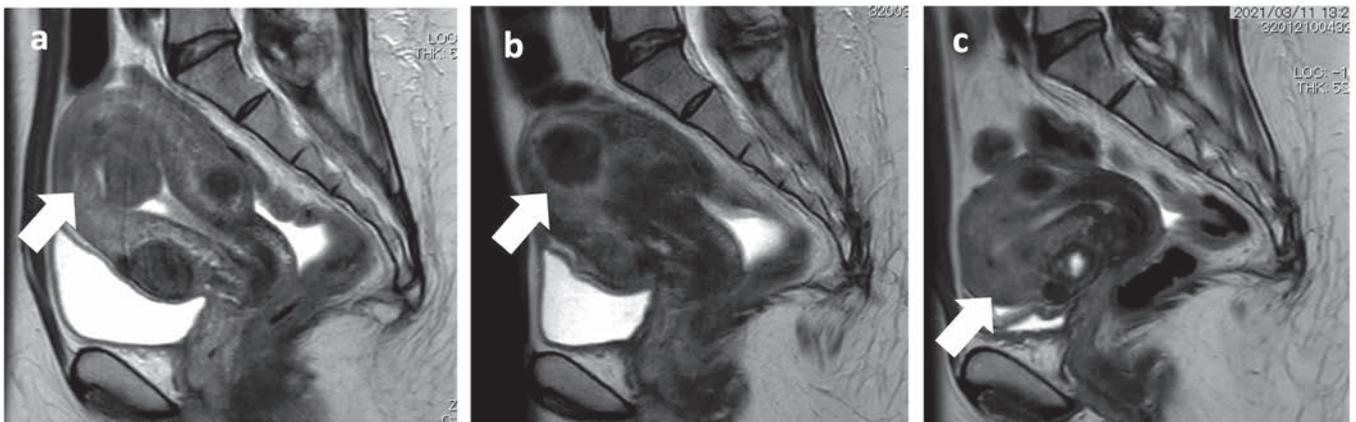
症例: 40歳 粘膜下筋腫 MRI T2WI
